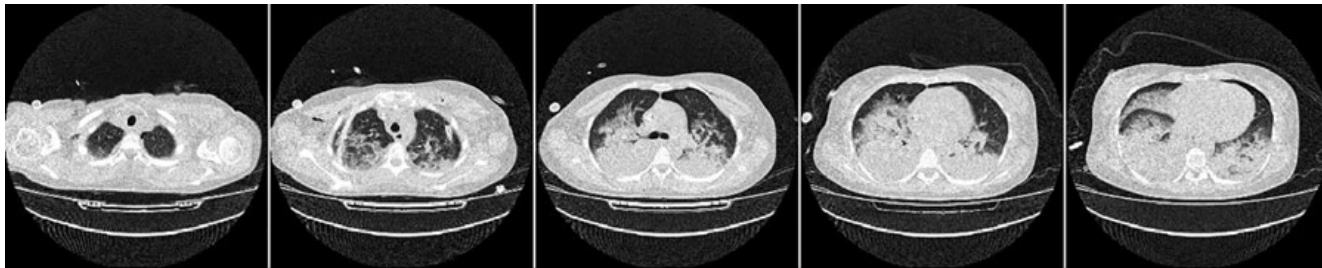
КТ ОГК от 18.08.17. Картина остаточного пневмоторакса слева. Отек легких. Выраженные изменения миокарда.
